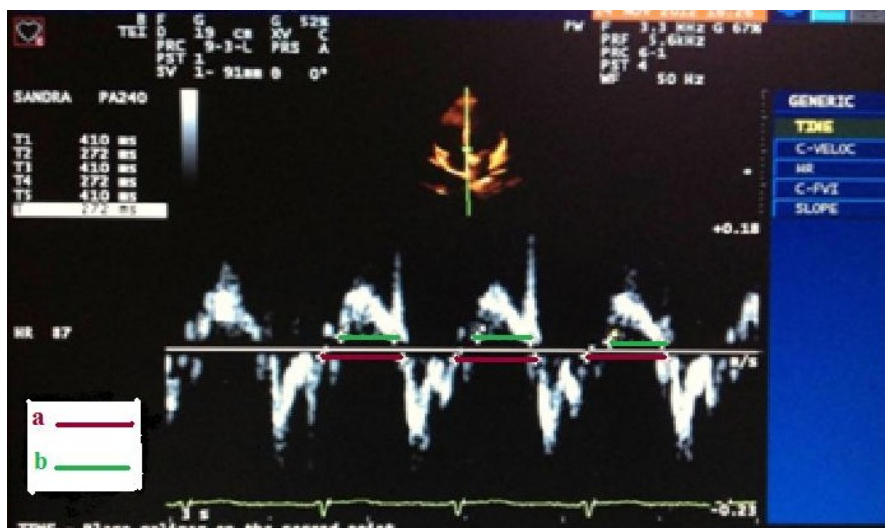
Medidas do intervalo de tempo entre dois ciclos consecutivos de enchimento ventricular; e do tempo de ejeção, ao doppler pulsado transvalvar mitral, no mesmo ciclo cardíaco
